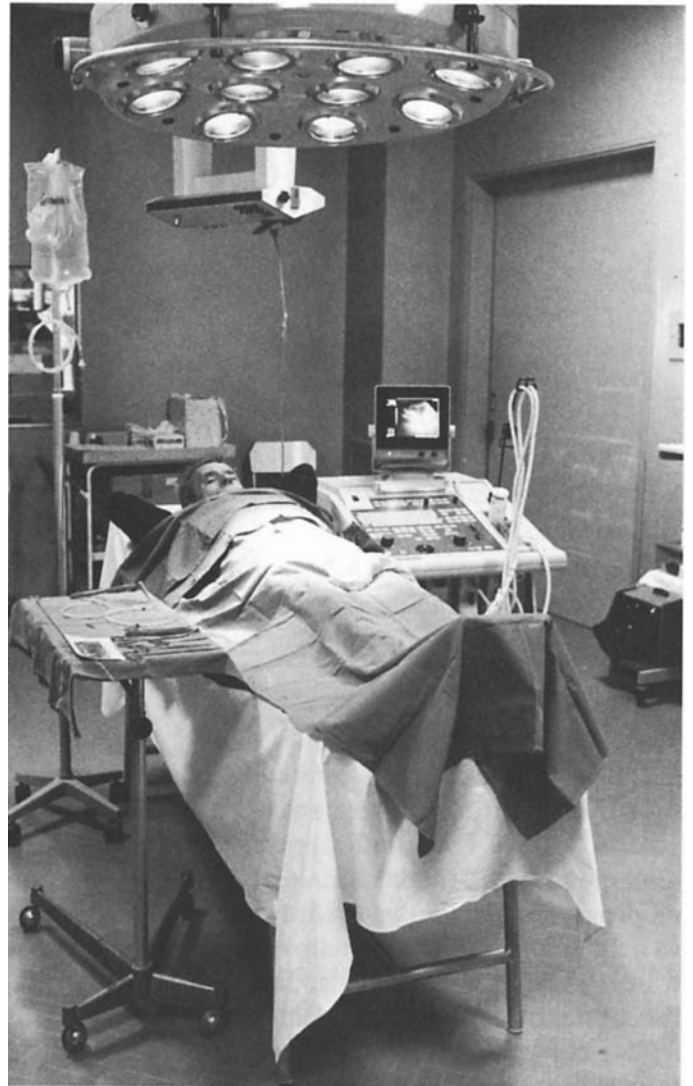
Uso dell'ecotomografo in sala operatoria per il posizionamento del catetere peritoneale.
